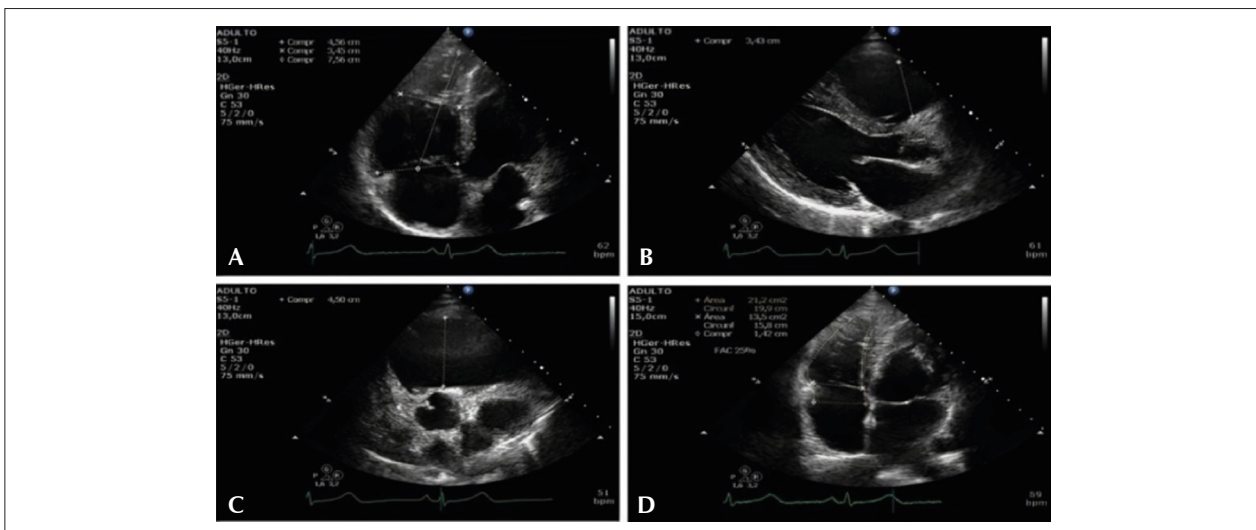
Ecocardiograma transtorácico. (A) Diâmetros do ventrículo direito no corte apical de quatro câmaras. (B) Medida da via de saída do ventrículo direito no corte paraesternal longitudinal. (C) Medida da via de saída do ventrículo direito no corte paraesternal transversal. (D) Cálculo da variação da área n ventrículo direito no corte apical de quatro câmaras.
